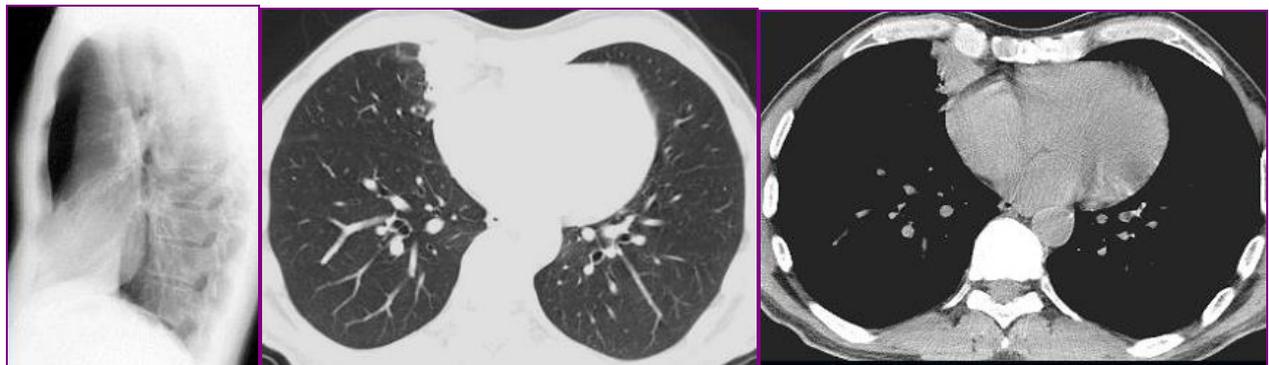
Обзорная рентгенограмма и КТ органов грудной клетки больного Д. 55 лет. Плевродиафрагмальная спайка в области левого купола диафрагмы.
